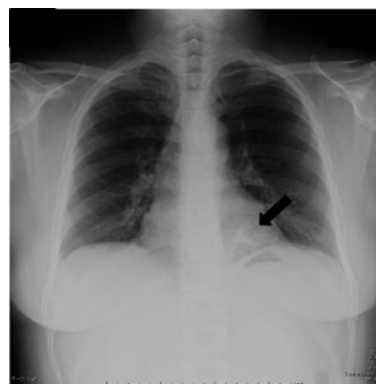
初診時胸部X線写真．左下肺野に心陰影と重なる浸潤影を認める（矢印）．
